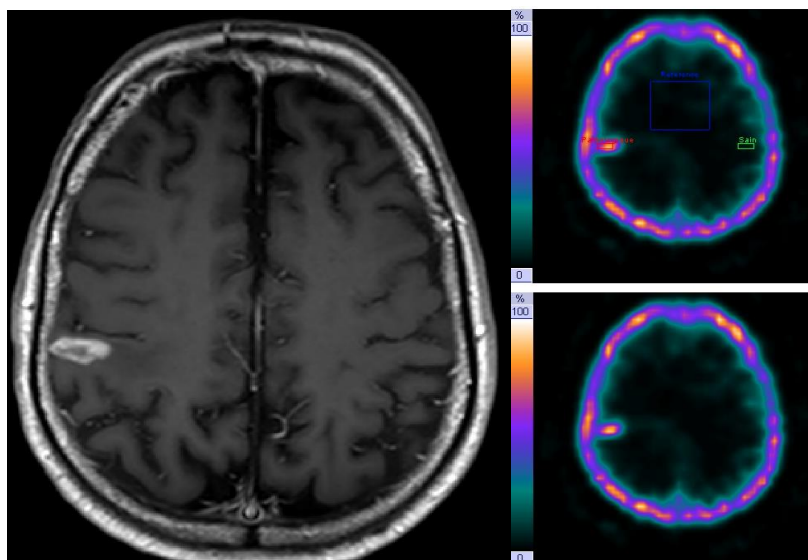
coupe axiale I.R.M. avec injection de gadolinium et coupes TEMP. Suspicion de récurrence chez une patiente aux antécédents de MC d'un adénocarcinome mammaire. FP de l'I.R.M. et de la TEMP-TDM au ^{99m}Tc -sestamibi. Anatomopathologie en faveur d'une lésion de fibrose, de nécrose et de gliose réactionnelle sans reliquat tumoral évolutif.
